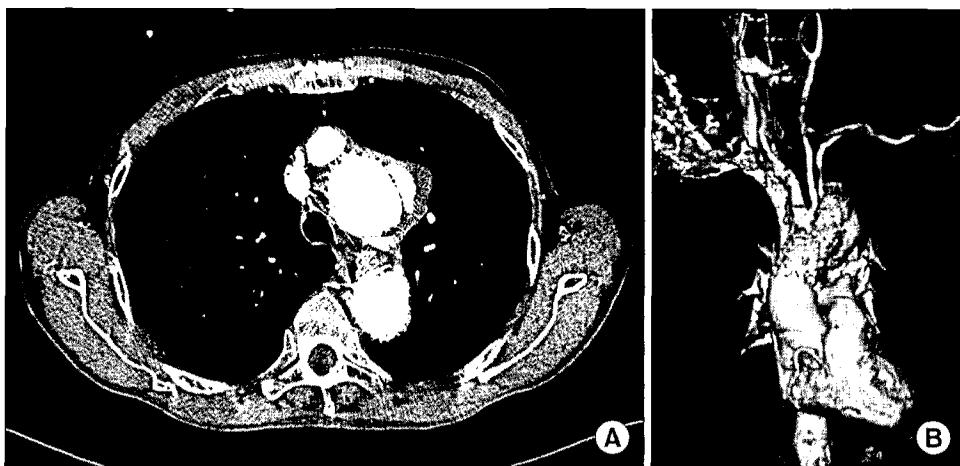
(A) Postoperative CT angiography shows the type II endoleak at the left side of aortic arch. (B) The patent Gore-tex graft is seen at the postoperative CT angiography.
